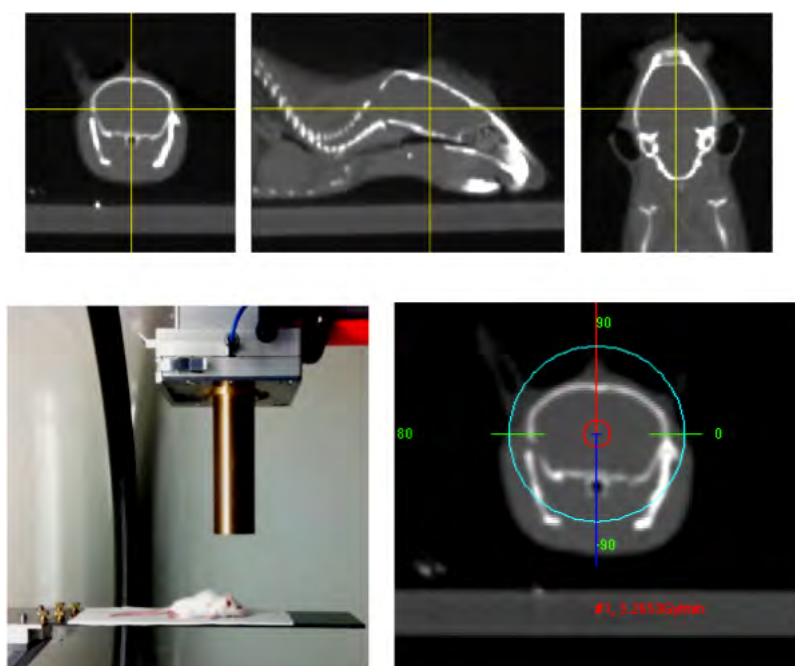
En haut les images CT de la souris (coupe axiale, sagittale, coronale), en bas à gauche la souris positionnée dans le XRAD225Cx avec le collimateur en place, en bas à droite la balistique définie dans le TPS du XRAD225Cx
